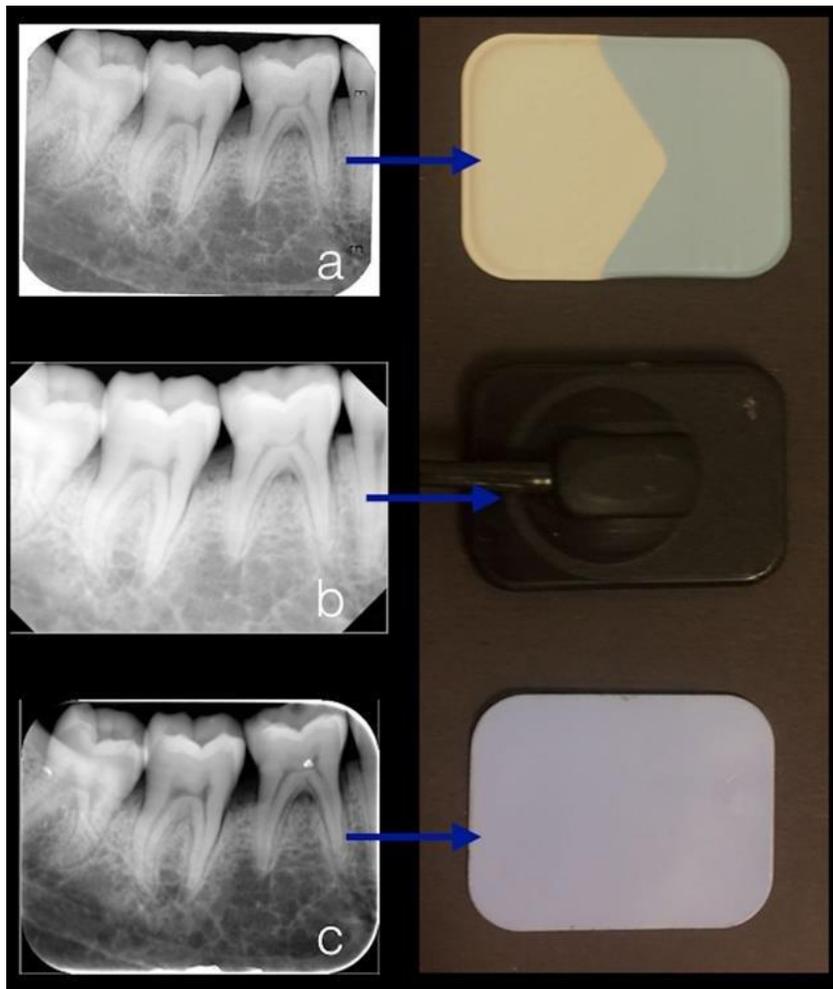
a. Radiografía tomada con película convencional, b. radiografía tomada con radiovisiografo, c. radiografía tomada con placa de fosforo.²⁴
